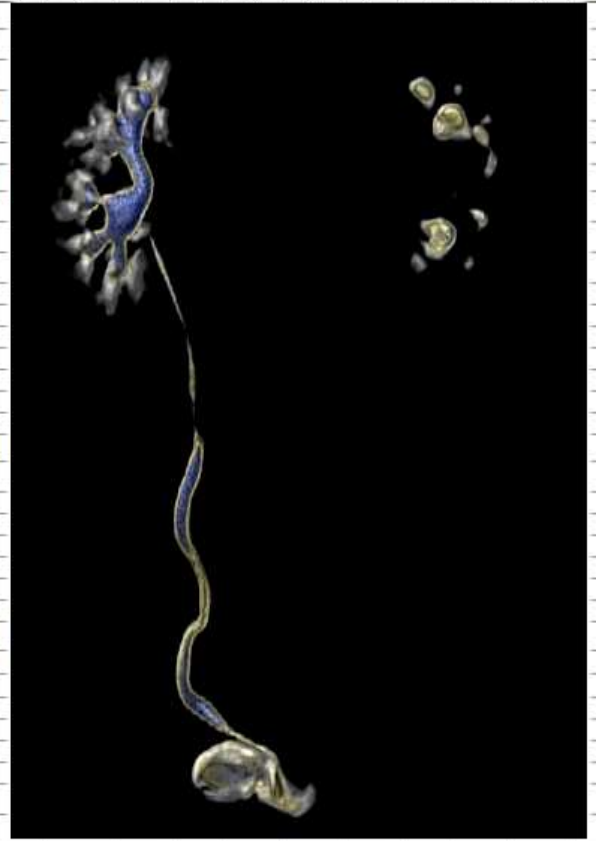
Пример расчетов раздельной функции почек на основании трехмерной виртуальной обработки данных МСКТ с контрастированием (условные обозначения – в тексте).
